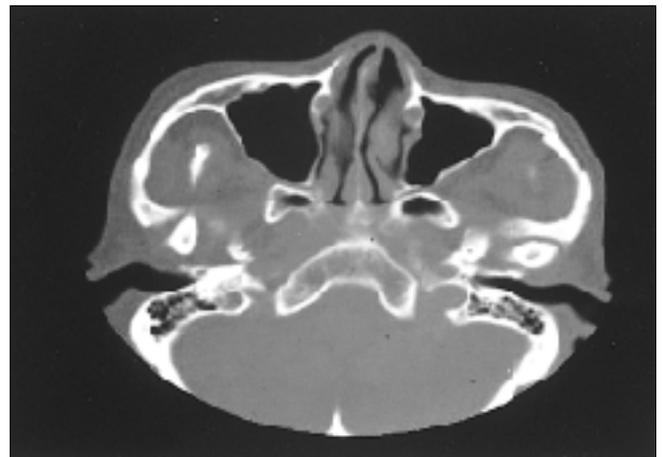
술전 컴퓨터단층촬영소견. 진구성 양측 과두돌기 및 좌측 관골궁 골절이 관찰된다.
